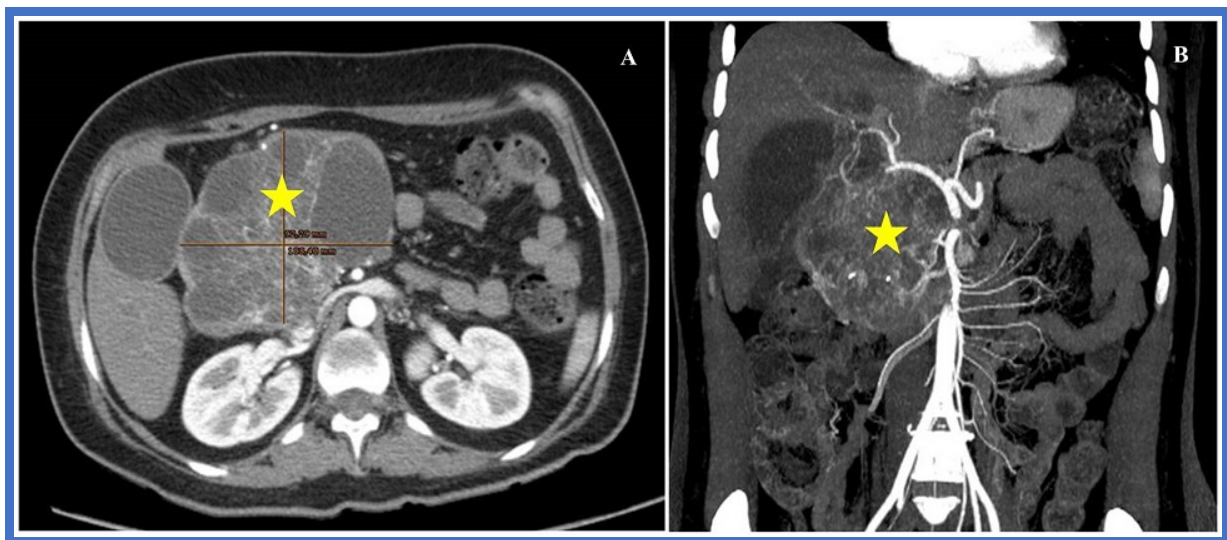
Tomografía computarizada. A: Corte axial, B: Corte coronal. Se visualiza tumoración quística (*) dependiente de cabeza pancreática.
